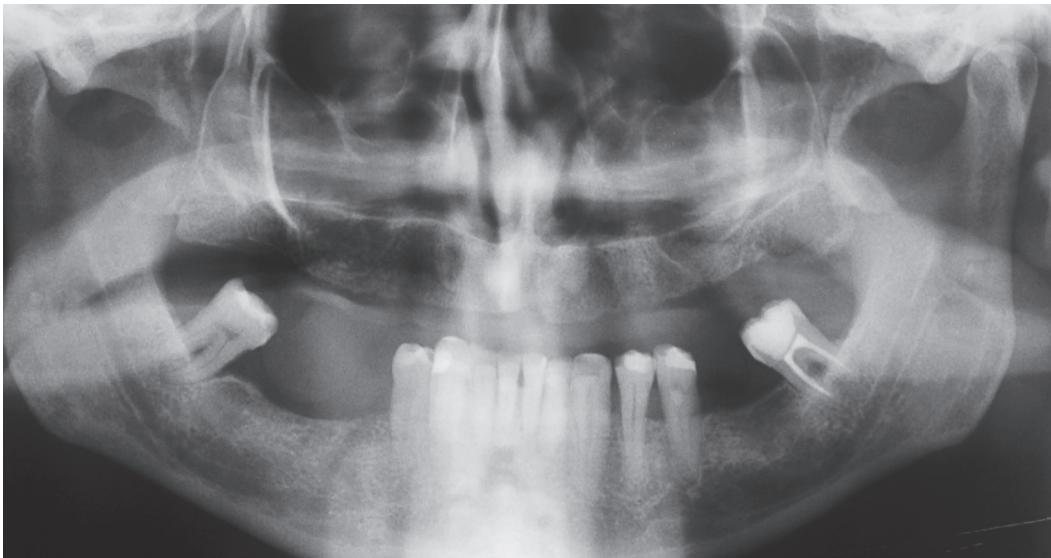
Radiografia panorâmica seis meses após a cirurgia de levantamento de seio maxilar, bilateralmente (Caso 2).
